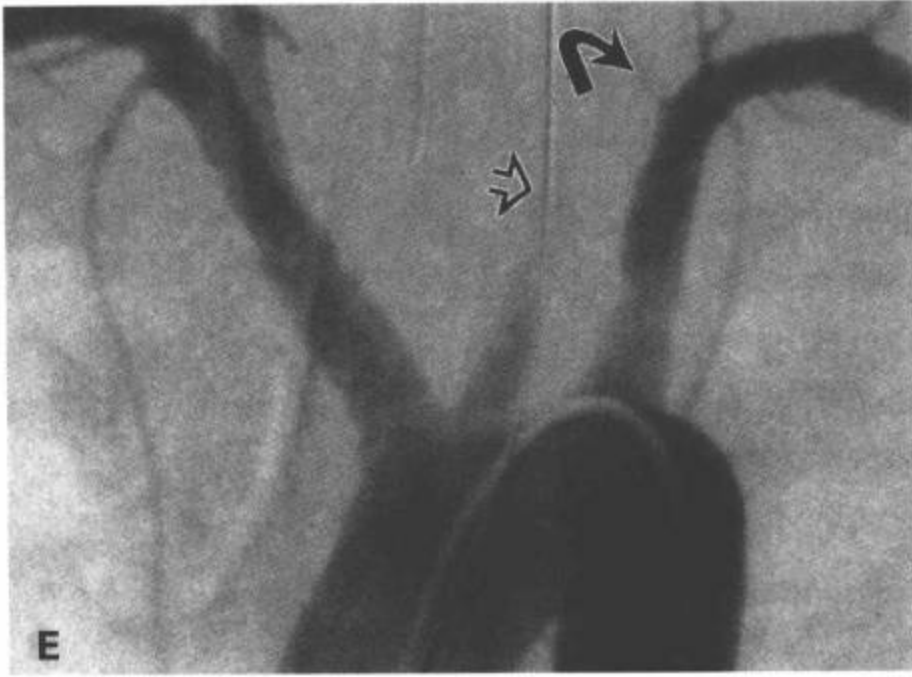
(续) E: 主动脉弓的右后斜位动脉造影图像确定了左侧颈总动脉(开口箭)和左侧椎动脉(弯箭)的创伤性闭塞。(From: Flanders AE, Croul SE. Spinal trauma. In: Atlas SW. Magnetic Resonance Imaging of Brain and Spine. 3<sup>rd</sup> ed. Philadelphia: Lippincott Williams & Wilkins; 2002: 1791-1792, with permission.)
